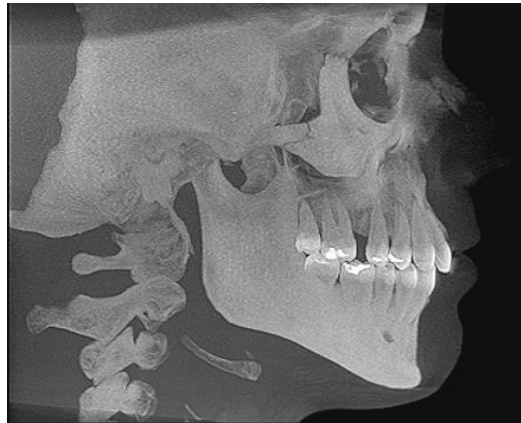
Imagen de CBCT orientada en PNC.
